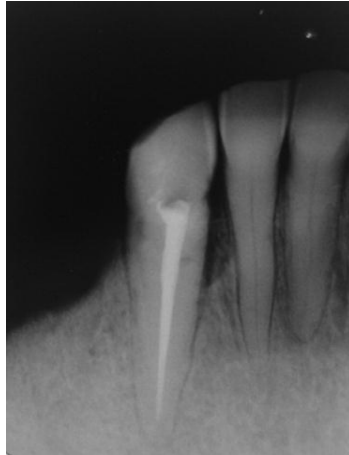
Radiografia final mostrando o defeito de reabsorção restaurado com ionômero de vidro e o tratamento endodôntico realizado.
